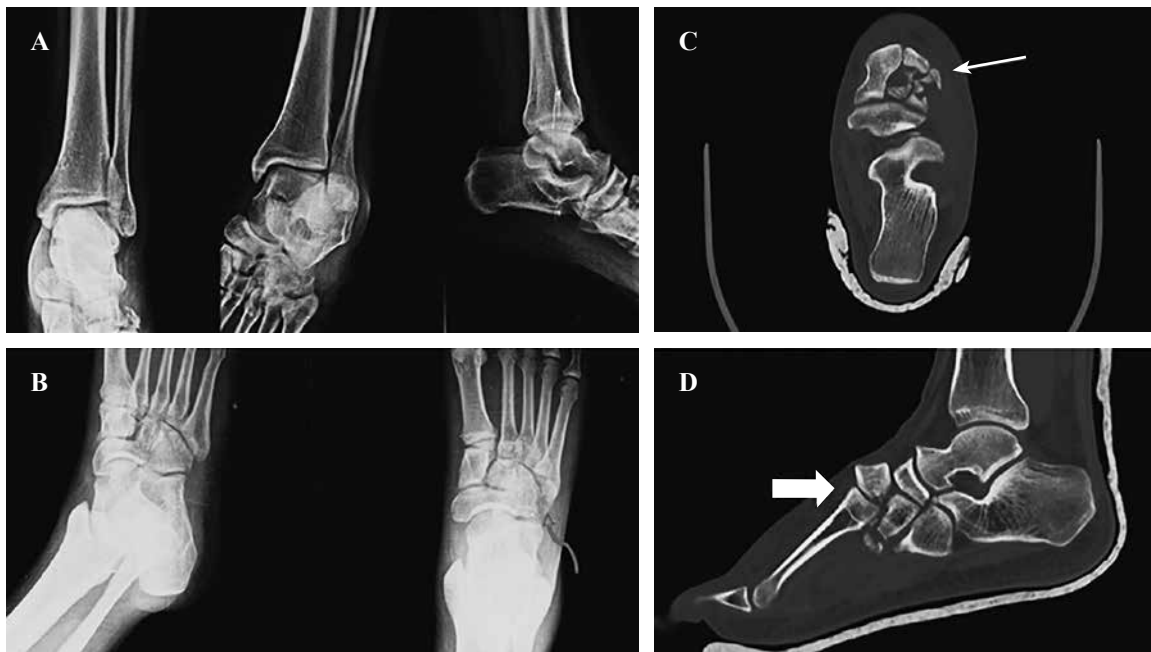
Paciente con luxofractura de Lisfranc compleja del pie. A) Radiografía con serie de trauma con irregularidad en escafo-cuneiforme. B) Radiografía de pie con fractura de cuboide (flecha curva). C) Tomografía axial; muestra conminución de segundo y tercer cuneiforme (flecha). D) Tomografía sagital; se observa luxofractura dorsal cuneiforme (flecha).
